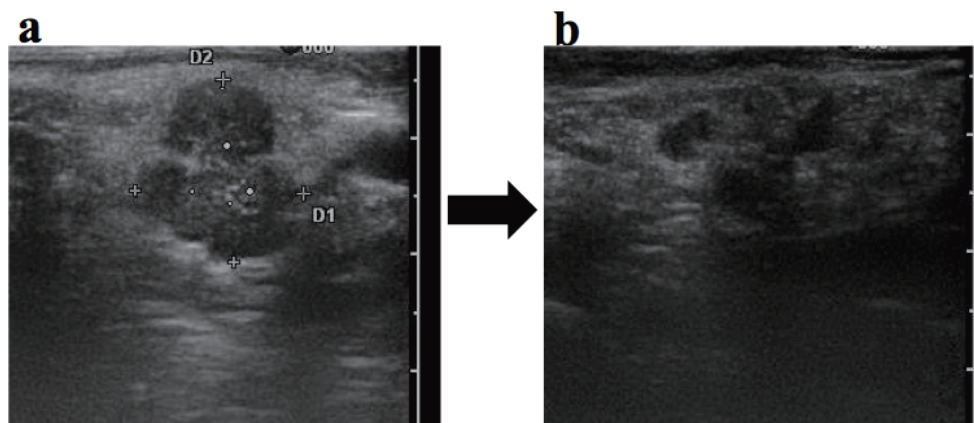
Clinical course of Ultrasonography (US) a)Before anti-EGFR Ab treatment(Oct/2012)
